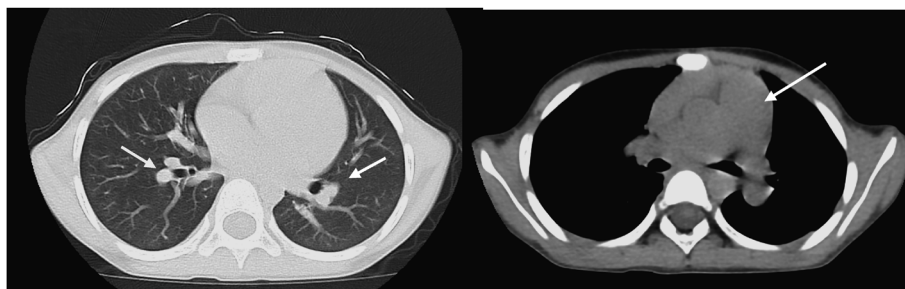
Non-contrast computed tomography (CT) scan of the patient's chest at the time of screening for pulmonary arteriovenous fistula
